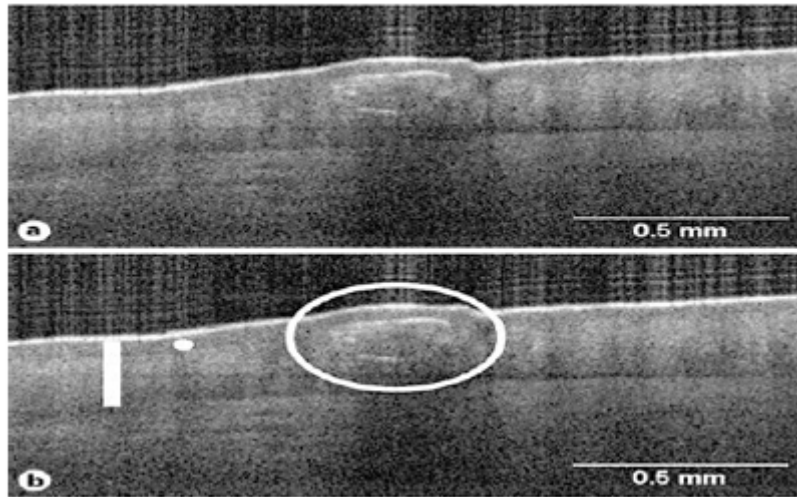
Imagen horizontal *Sarcoptes Scabiei* con presencia de túnel. Fuente: Chirtina B. In vivo Imaging of *Sarcoptes scabiei* Infestation Using Optical Coherence Tomography.
